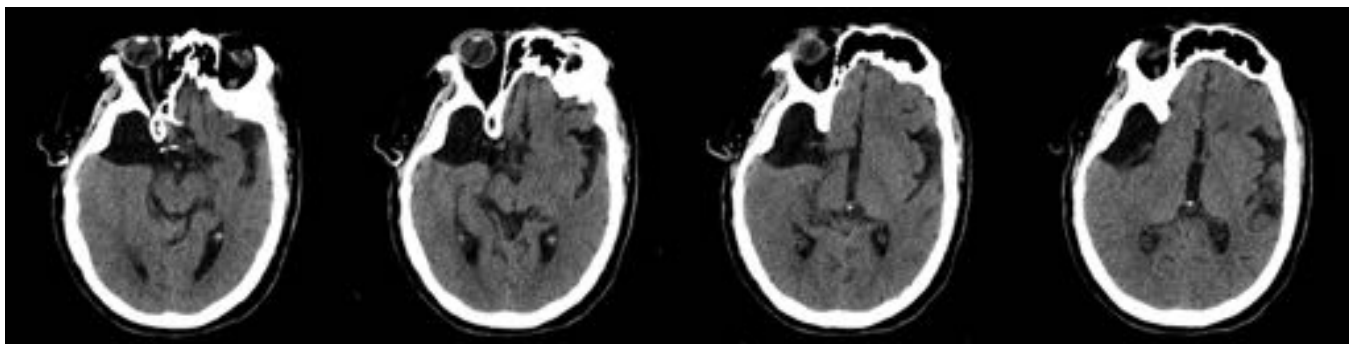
Cortes axiales secuenciales de TC sin contraste donde se muestra una lesión extraaxial, localizada preferentemente en región anterior del lóbulo temporal derecho y que se corresponde a quiste aracnoideo
